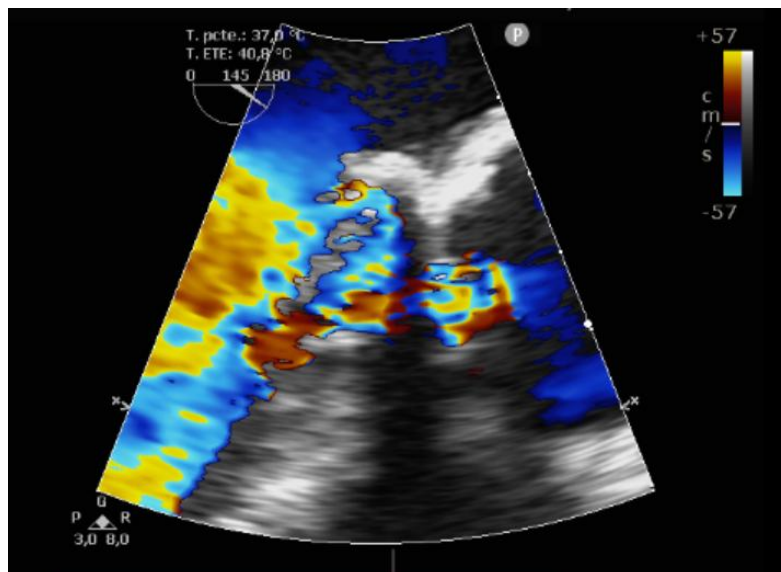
Doppler color sobre tracto de salida del VI. Se objetiva aceleración del flujo secundaria a la obstrucción generada por el anclaje de la válvula mitral.
